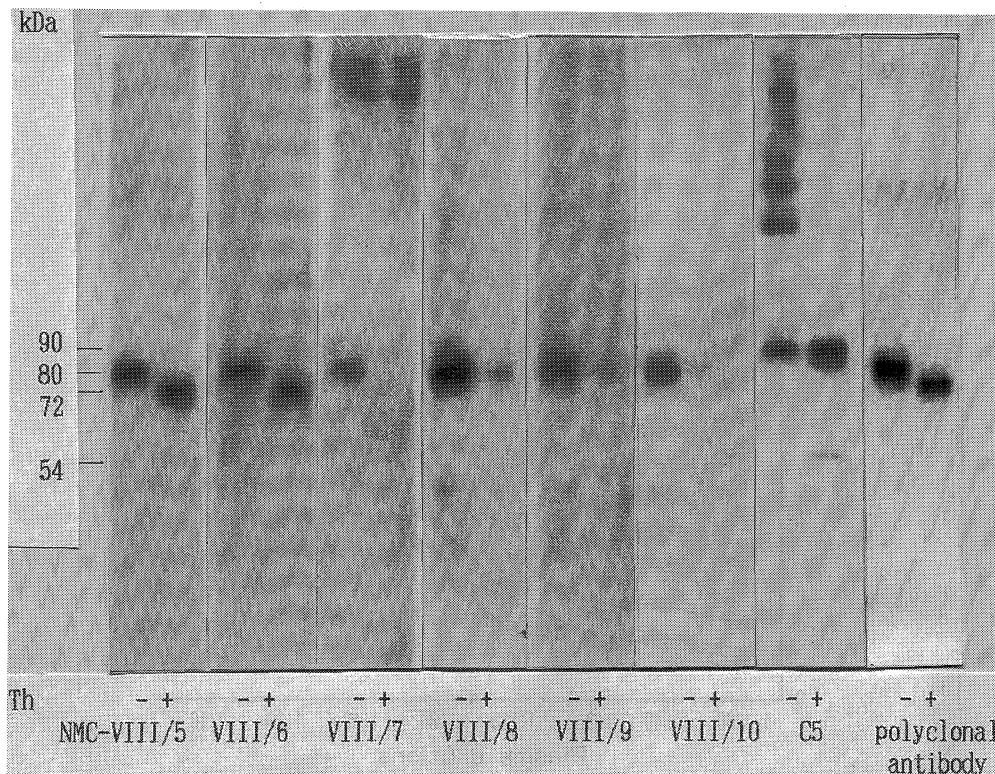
Immunoblot and autoradiography analysis of purified factor VIII preparation without thrombin (Th-) or thrombin-treated (Th +, final concentration 10u/ml) using seven monoclonal antibodies and polyclonal alloantibody.
